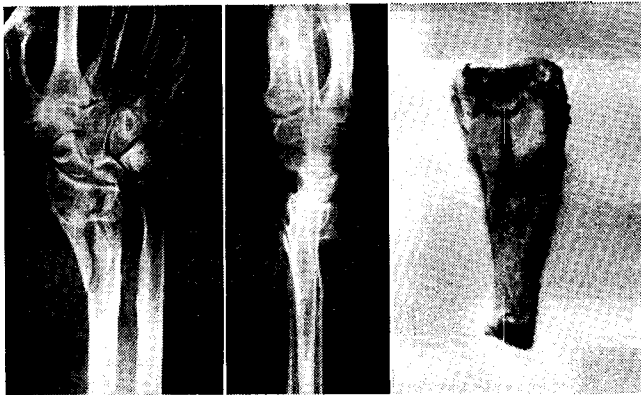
CASO 2. As radiografias antes da redução revelam uma fractura atípica. O Rx de perfil mostra a deformidade dorsal, própria da fractura de Colles, e aparenta tratar-se de uma fractura por Compressão Axial, mas o Rx de face revela fragmentação da cortical palmar. O exame necrópsico revelou os fragmentos da cortical palmar soltos sob o quadrado pronador.
